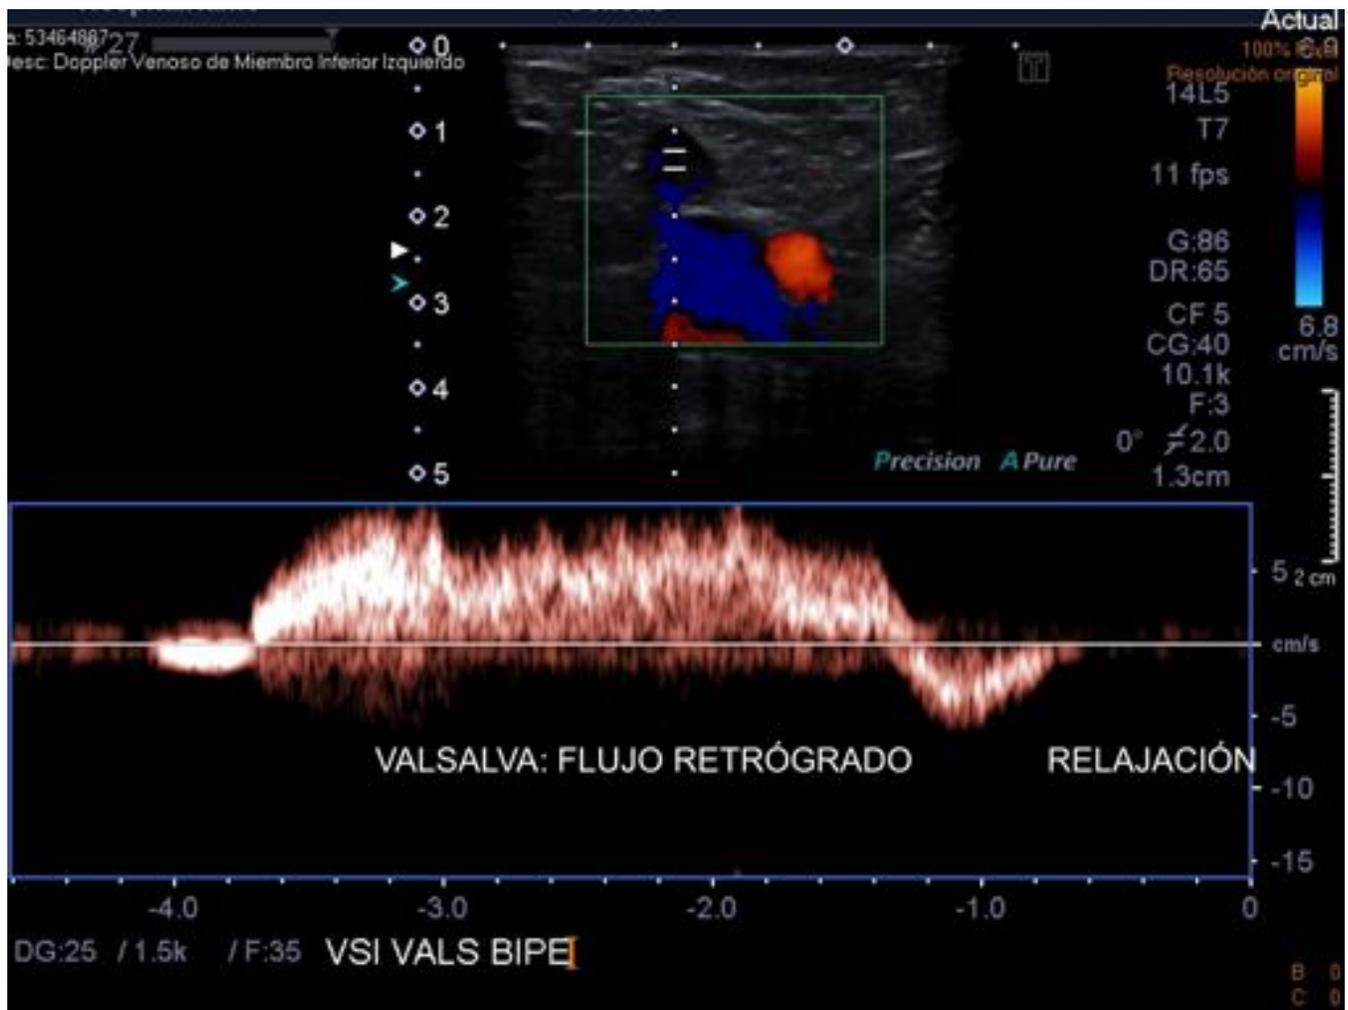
Reflujo en la vena safena interna. Se observa la existencia de flujo retrógrado mantenido durante las maniobras de Valsalva con doppler espectral (izquierda). Se normaliza con la relajación abdominal (derecha).
